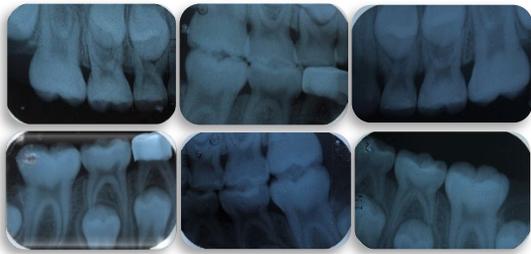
Radiografías finales. Fuente propia.
